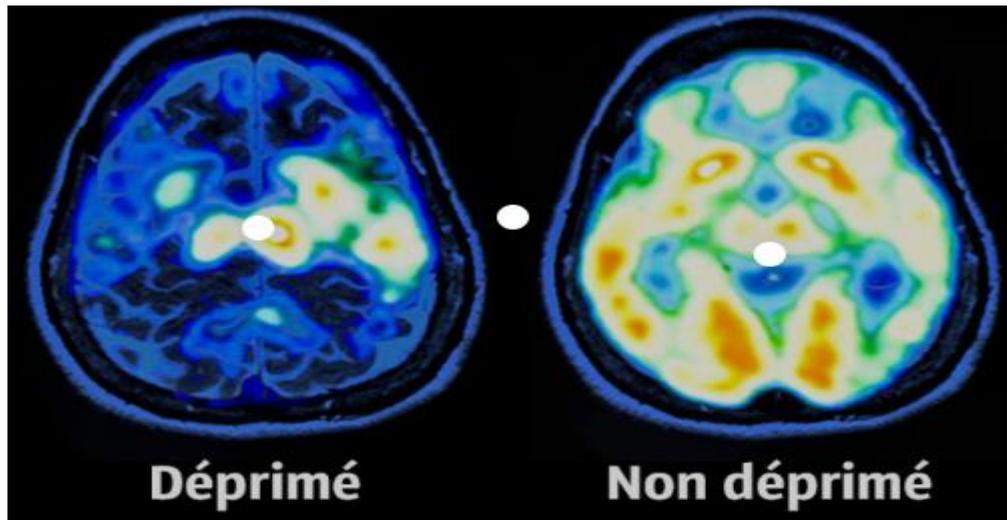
IRM d'un sujet Normal et autre Déprimé [40]
